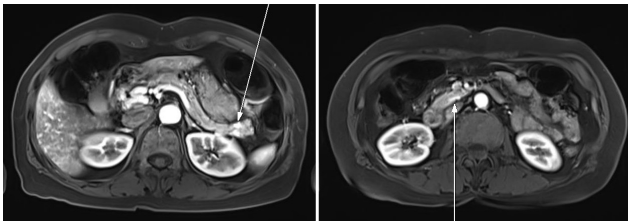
Magnetic resonance imaging after gadolinium enhancement during the arterial phase shows multiple hyperintense lesions in the pancreas (arrows).
